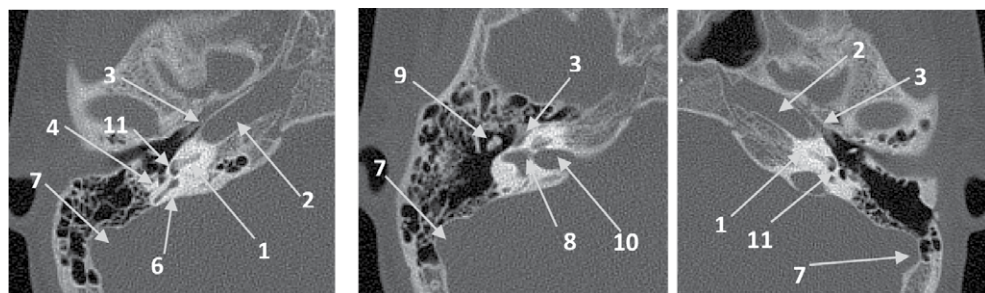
Пациент Х.Б., КТ, аксиальная проекция. Оссификация базального завитка и вертушки справа и слева, имеется просвет преддверия улитки, просвет горизонтального полукружного канала полностью оссифицирован справа, и частично сохранный просвет слева: 1 – базальный завиток улитки; 2 – внутренняя сонная артерия; 3 – лицевой нерв; 4 – место отхождения барабанной струны; 5 – вертушка; 6 – горизонтальный полукружный канал; 7 – сигмовидный синус; 8 – преддверие улитки; 9 – наковальня; 10 – внутренний слуховой проход; 11 – ниша круглого окна
